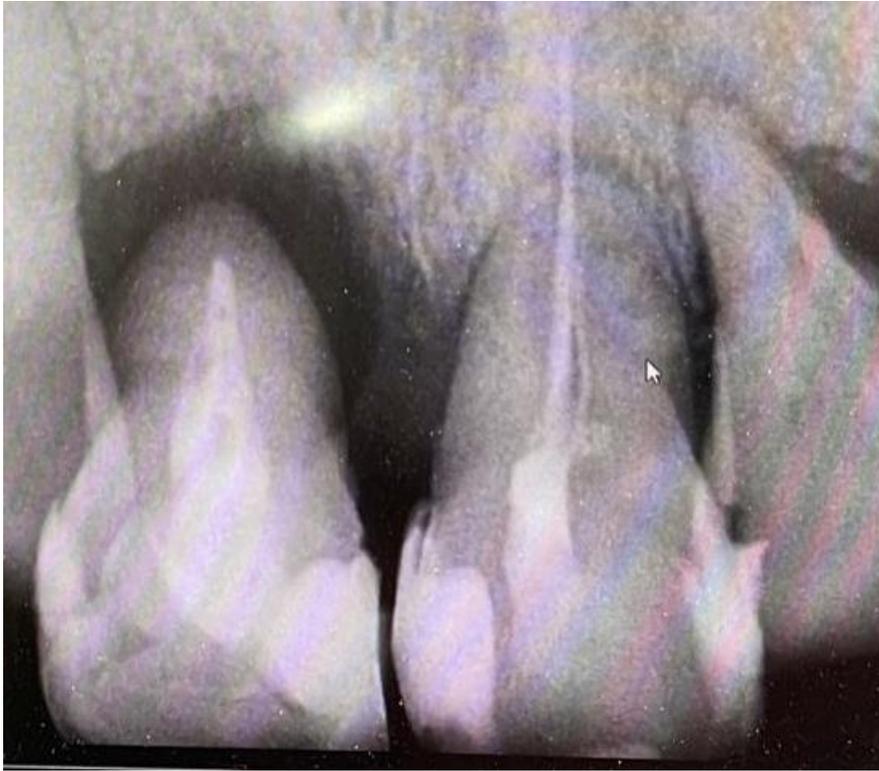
Fuente directa. Radiografía inicial en zona de anteriores
